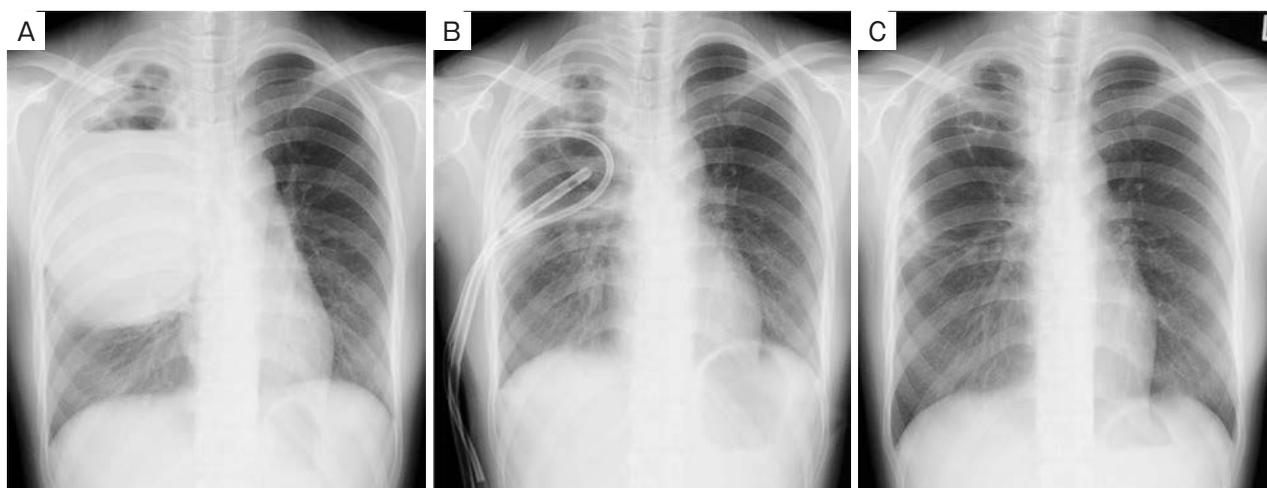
Chest X-ray on the (A) 14th, (B) 21st, and (C) 35th day. After drainage, the abscess cavity reduced in size and the mediastinal deviation improved. After drainage, the cystic space increased again, but there were no findings such as internal fluid retention that would suggest re-exacerbation of the abscess.
